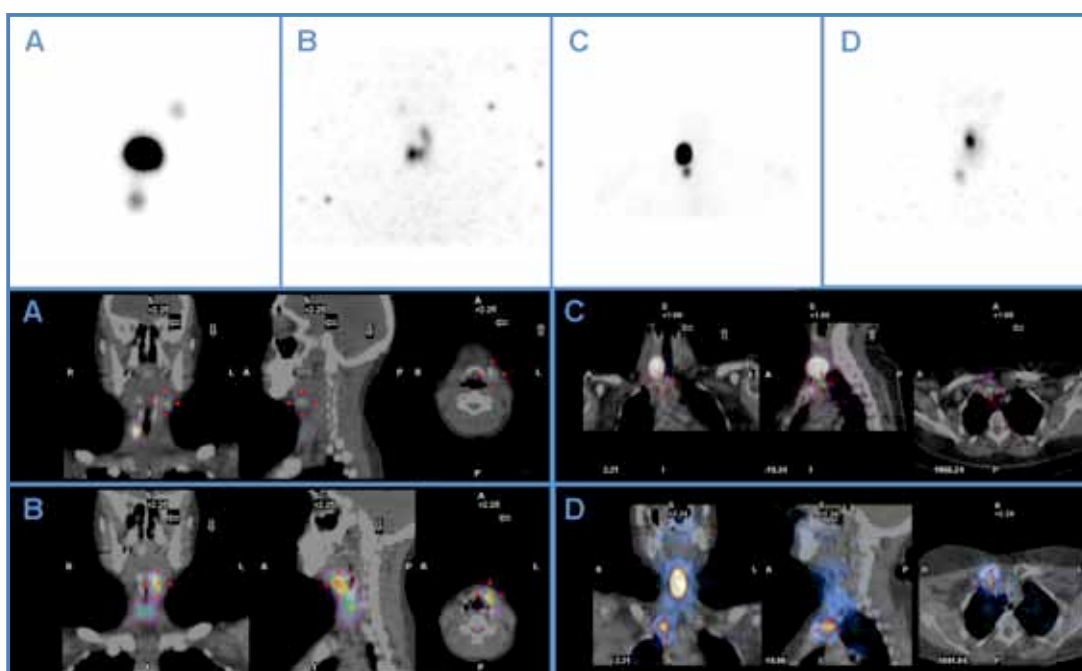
Linfogramgrafía con imagen SPECT-CT (A) del caso 13 que muestra un GC en CC y otro en CL izquierdo, este último no disecado en la IQ y coincidente con el resto extratiroideo en el rastreo del 7º día postratamiento con ^{131}I con imagen SPECT-CT (B). Linfogramgrafía con imagen SPECT-CT (C) del caso 22 que muestra un GC en mediastino superior no disecado coincidente con el resto extratiroideo en el rastreo del 7º día postratamiento con ^{131}I con imagen SPECT-CT (D).
